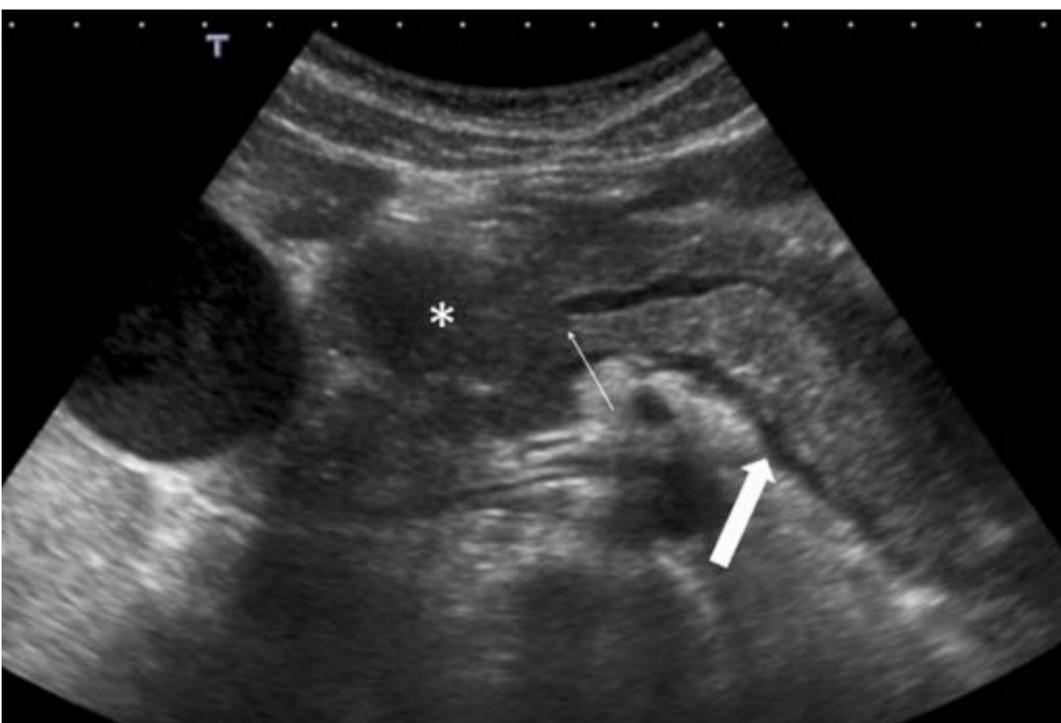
Imagen de ecografía que muestra un la cabeza del páncreas aumentada de tamaño y de aspecto hipoecoico en relación al resto de la glándula (*), con una estenosis del conducto pancreático (flecha). Además presenta un halo hipoecoico rodeando el contorno de la glándula (flecha gruesa).
